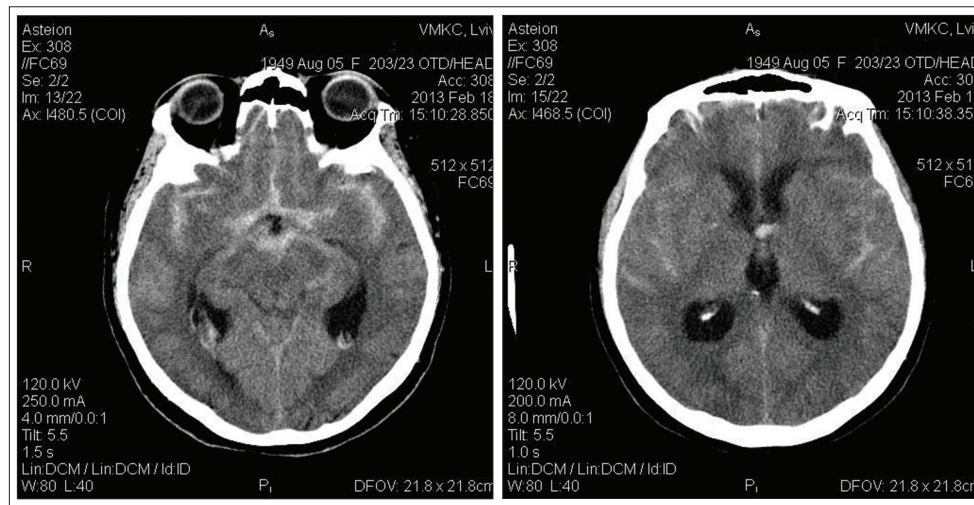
КТ-зображення субарахноїдального крововиливу у хворій Ш.
